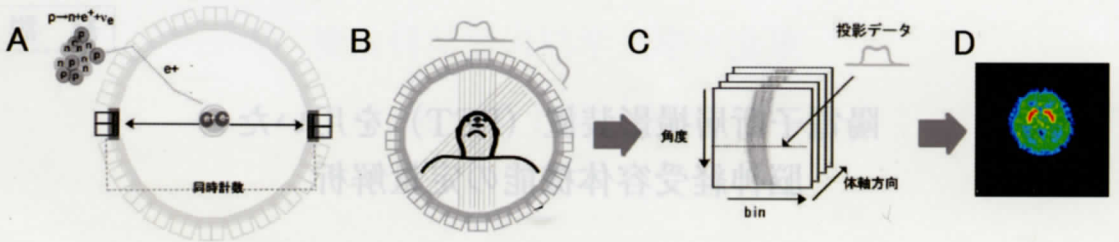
PET イメージングの原理：(A) 陽電子崩壊と消滅光子の同時計数、(B) 被験者体内から放出される消滅光子をリング状に配置された検出器で同時収集、(C) 同時計測された事象をサイノグラム形式データとして記録する。このサイノグラムは、特定角度の投影データから構成されている。(D) 再構成された画像
